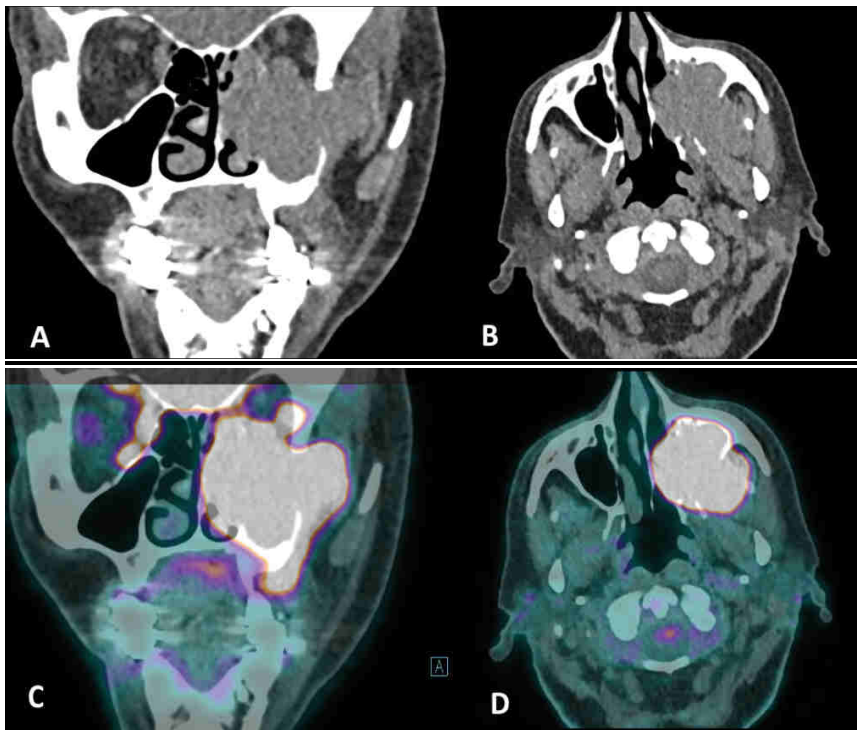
Scanner du massif facial en coupe frontale (A) et axiale (B), TEP-TDM au 18FDG en coupe frontale (C) et axiale (D). Volumineuse masse tumorale centrée sur le sinus maxillaire.
